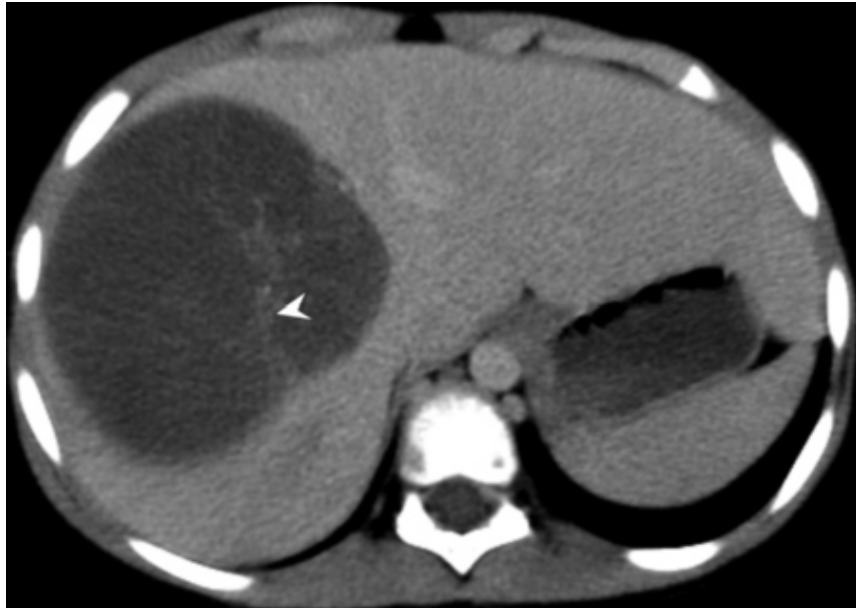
TDM en coupe axiale après injection de produit de contraste chez un garçon de 6 ans diagnostiqué de sarcome hépatique indifférencié montrant une grande masse hypodense au dépend du lobe droit avec de multiples septas épais (flèche) [37].
